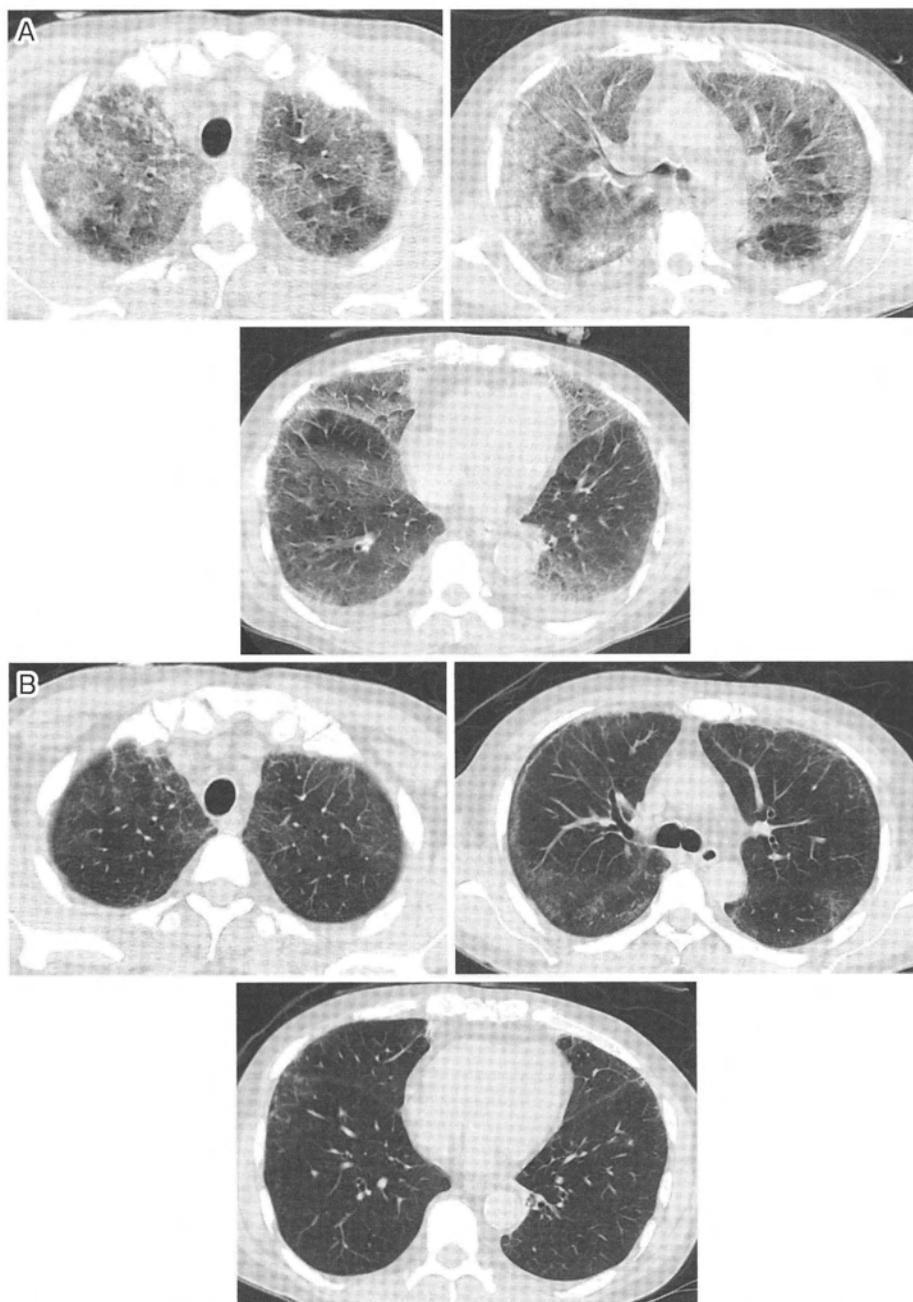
Chest CT findings before (A) and after (B) steroid pulse therapy. A: Grand glass shadows diffusely spread on bilateral lung fields with pleural effusions. B: These radiological findings on both lungs disappeared by the treatment.
